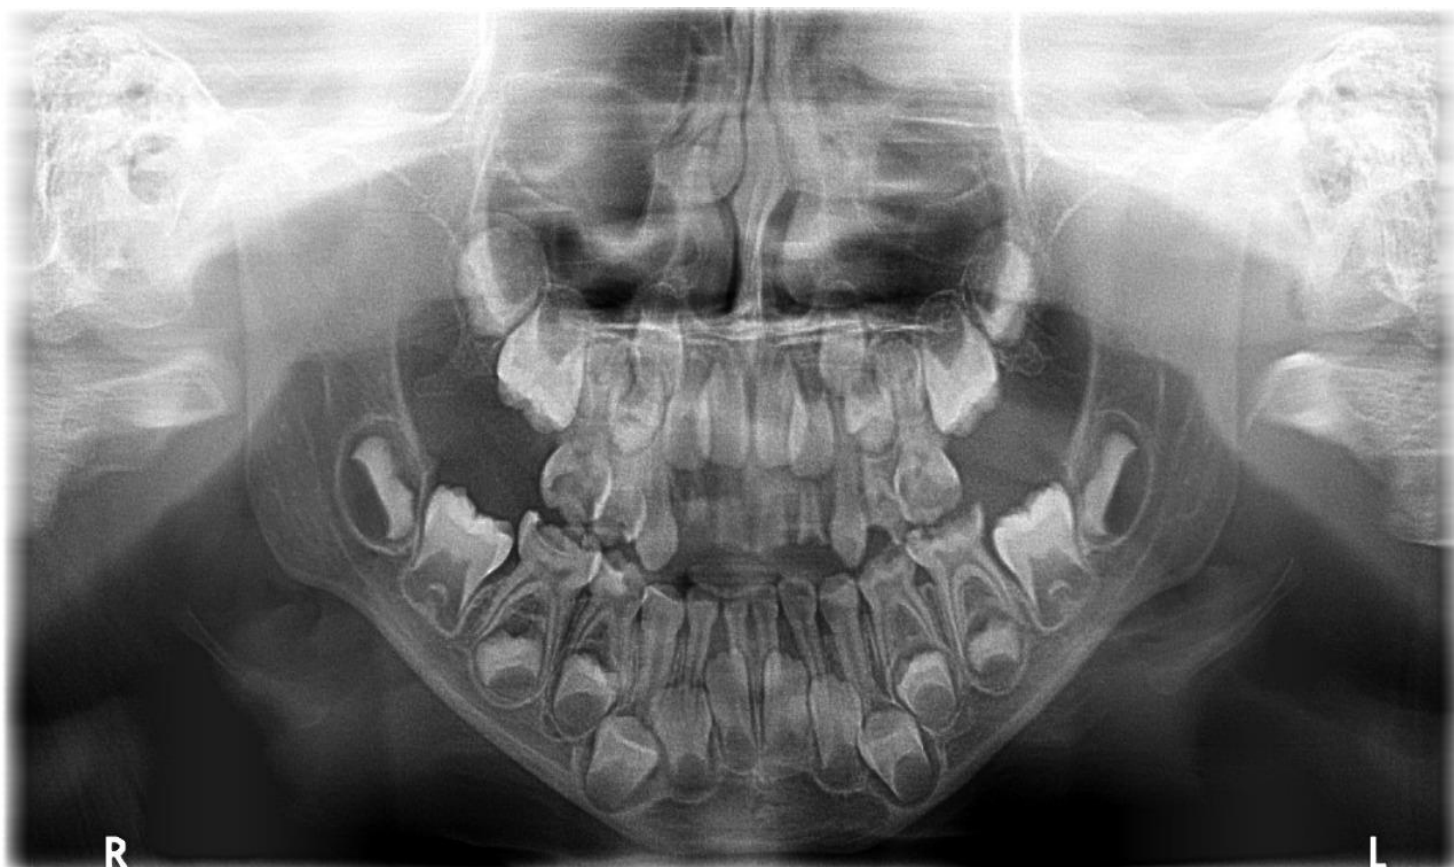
Radiografía panorámica.
